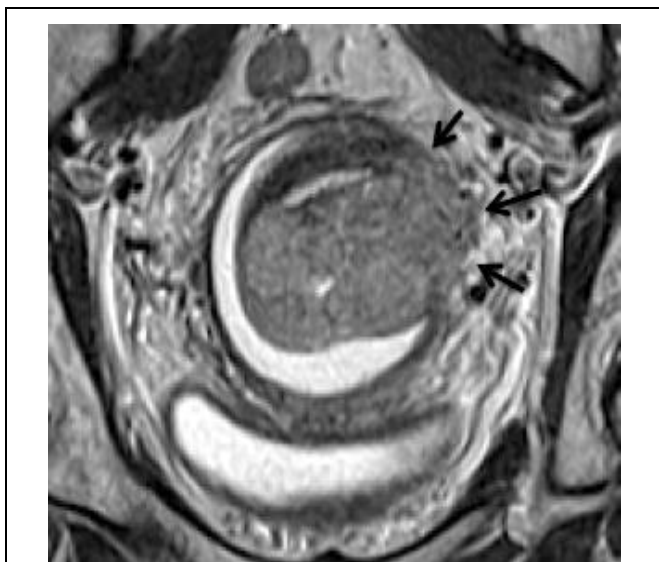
МР-томограмма органов малого таза у больной инвазивным раком шейки матки (T2 В1 в проекции перпендикулярной цервикальному каналу).
